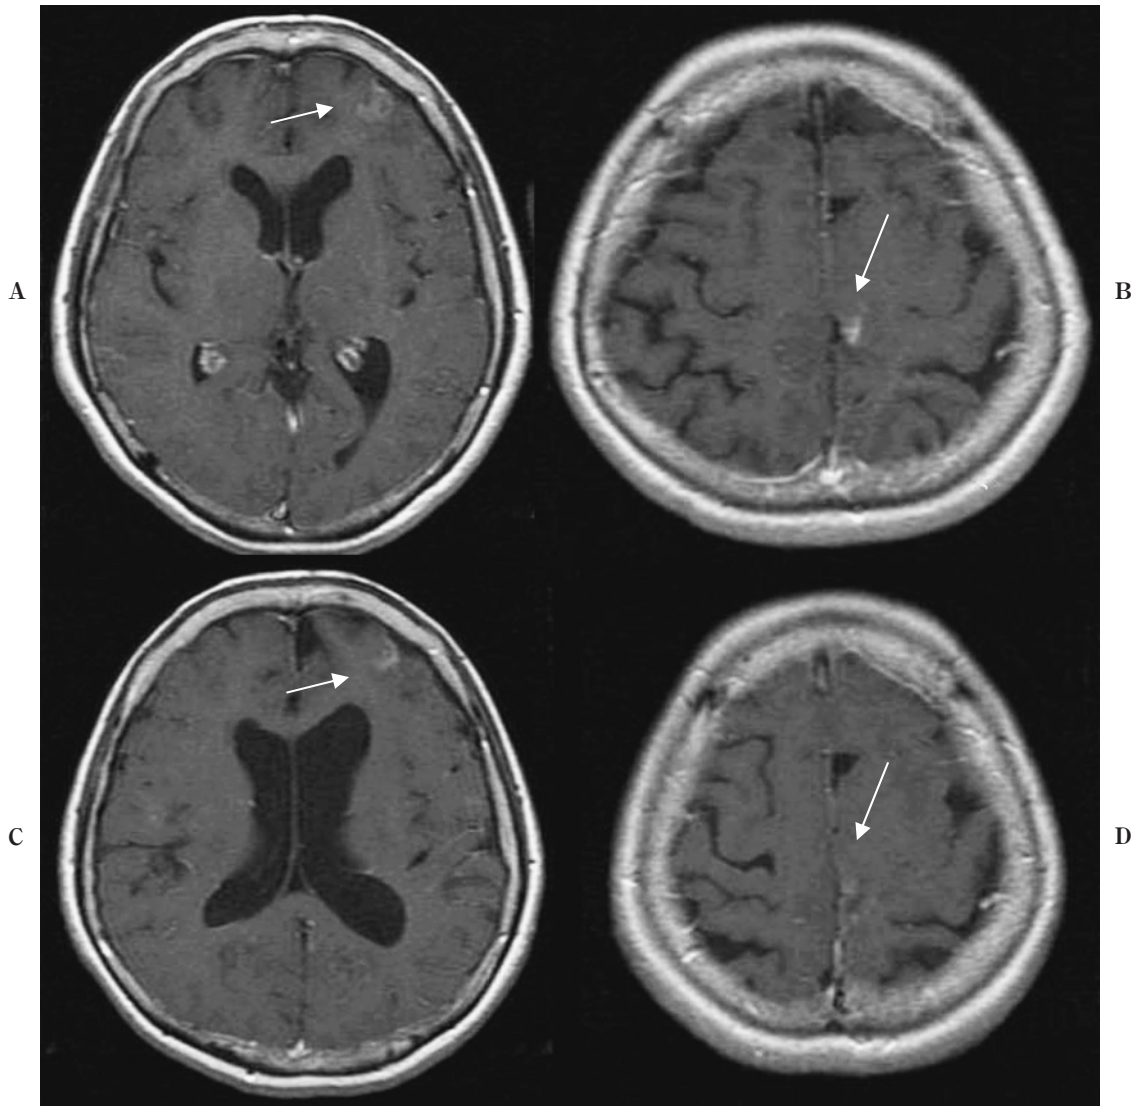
Gadolinium enhanced T1-weighted MRI of the brain. The image taken just before the initiation of erlotinib treatment shows (A) an enhanced mass in the left frontal lobe, and (B) a small enhanced mass in the parietal lobe. The mass (C) in the left frontal lobe, and (D) in the parietal lobe is shown to have nearly disappeared 1 month after the initiation of erlotinib treatment.
